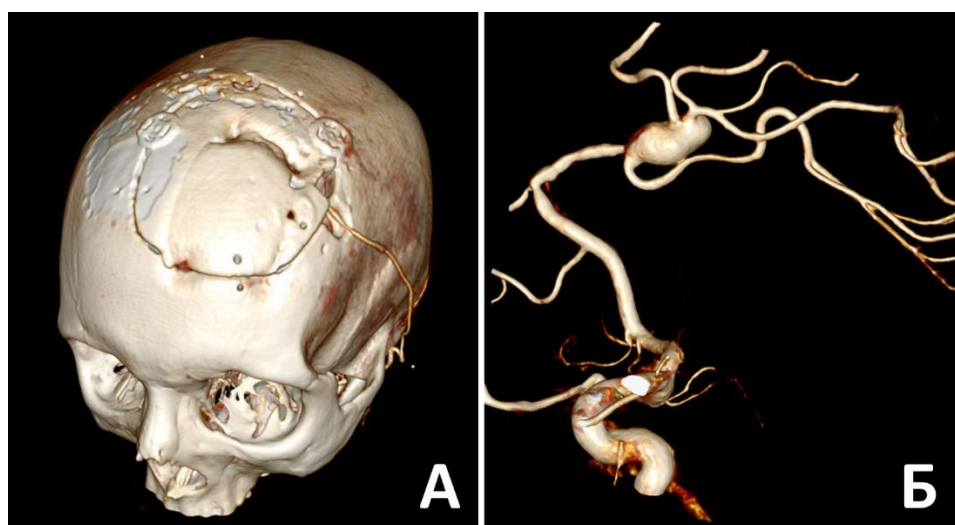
Крупная фузиформная аневризма А4 сегмента левой ПМА, прооперированная повторно после укрепления в другом учреждении. Изображены размеры трепанации на первой операции и характер ее расширения на второй операции (А), а также вид аневризмы на 3Д-ротационной ЦАГ (Б)
